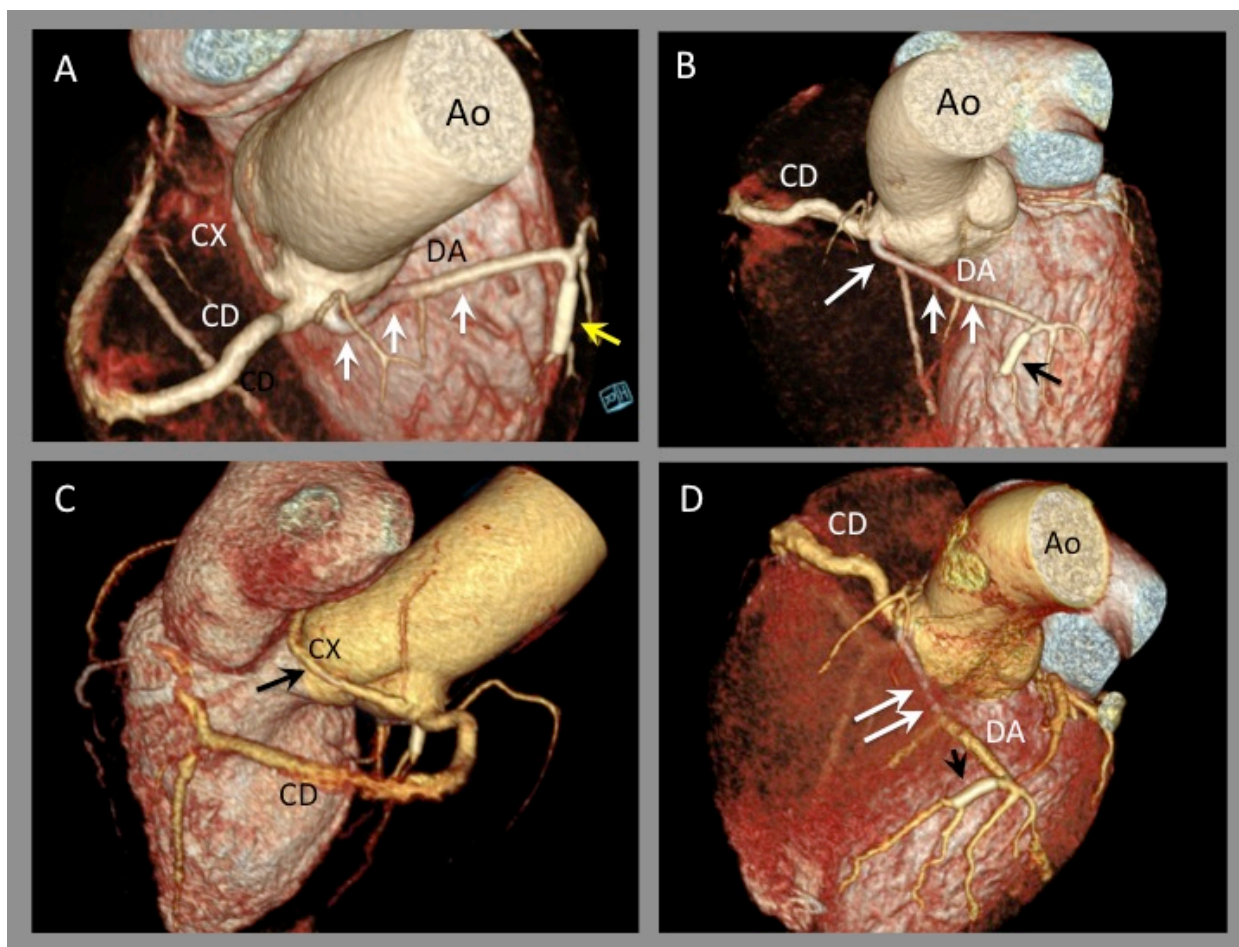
Angio TAC coronario. Origen anómalo de DA desde seno de Valsalva derecho con trayecto transeptal (bajo), caso 37. A,B.- Reconstrucciones 3D. Las flechas blancas señalan la DA que se origina en seno de Valsalva derecho, con gran recorrido hacia VI (transeptal). Las flecha amarilla y negra señala un Stent implantado a nivel anatómico de DA media. C.- Reconstrucción 3D. El paciente también presentaba anomalía de origen de CX, saliendo de Seno de Valsalva derecho (con trayecto retroaórtico), flecha. D.- Reconstrucción 3D. Las flechas blancas señalan el trayecto transeptal de la DA, hasta alcanzar cara anterior de VI. Flecha negra señala el Stent en DA media. Ao: Aorta. DA: Descendente anterior. CD: Coronaria derecha. CX: Circunfleja.
